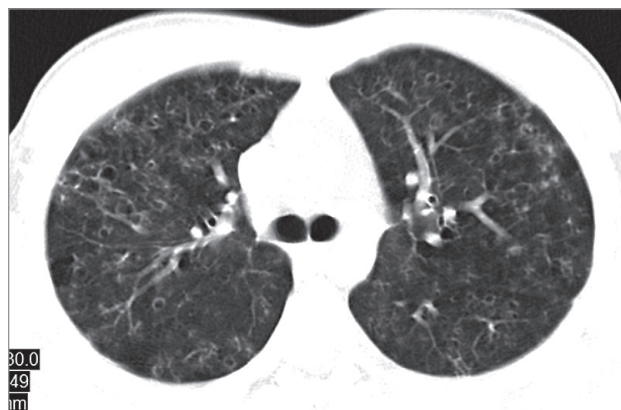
Фрагмент компьютерной томограммы органов грудной клетки пациента с гистиоцитозом из клеток Лангерганса на стадии сформированных кист
